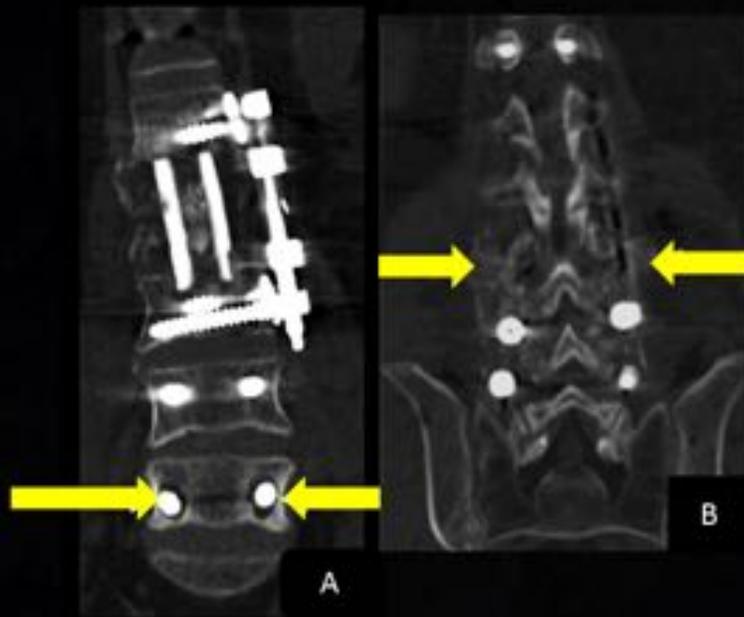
TC. A. Coronal Área de radiolucencia alrededor del implante. B . Coronal. Formación de fusión ósea posterolateral
